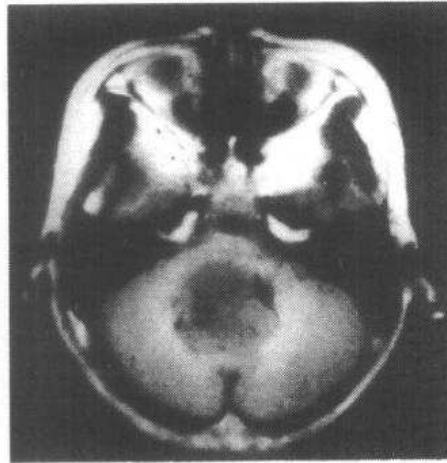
与图 2-5-21a 同一病例 MRI T₁ 加权图像，肿瘤实性部分呈等信号，囊变区呈低信号
